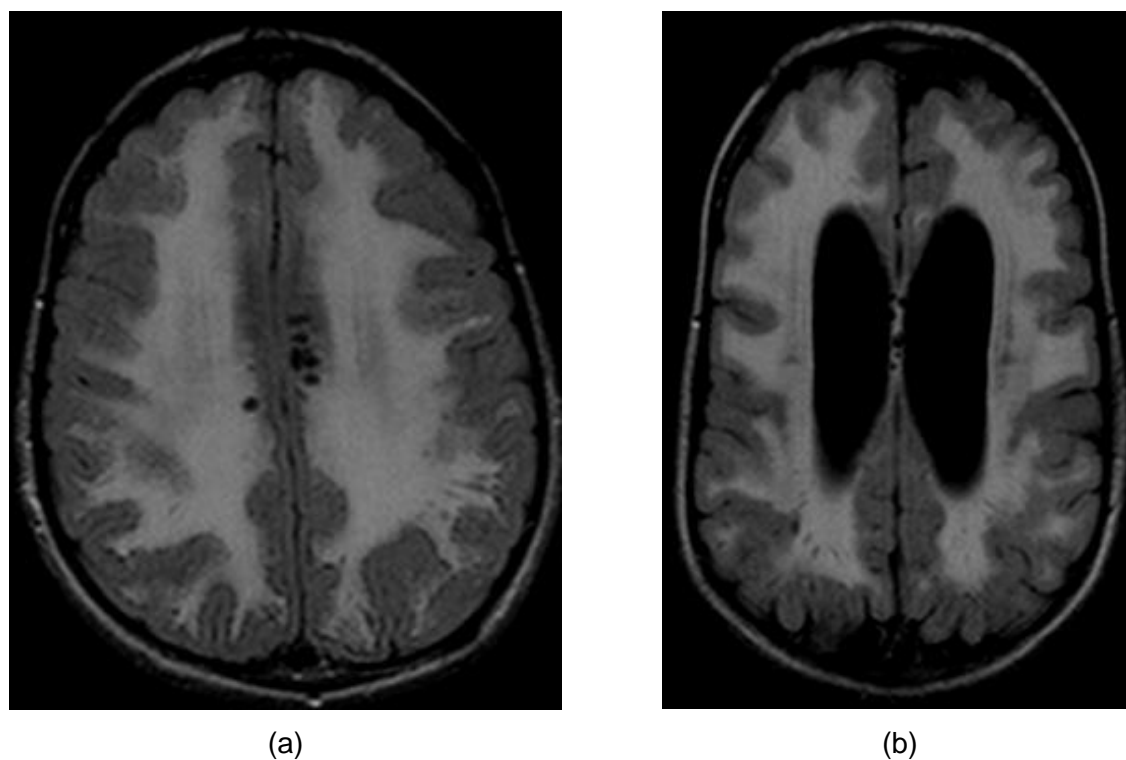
White matter lesions in MPS patients. Examples of extensive WM lesions on FLAIR in patients with MPS II (figure 5a) and VI (figure 5b).
